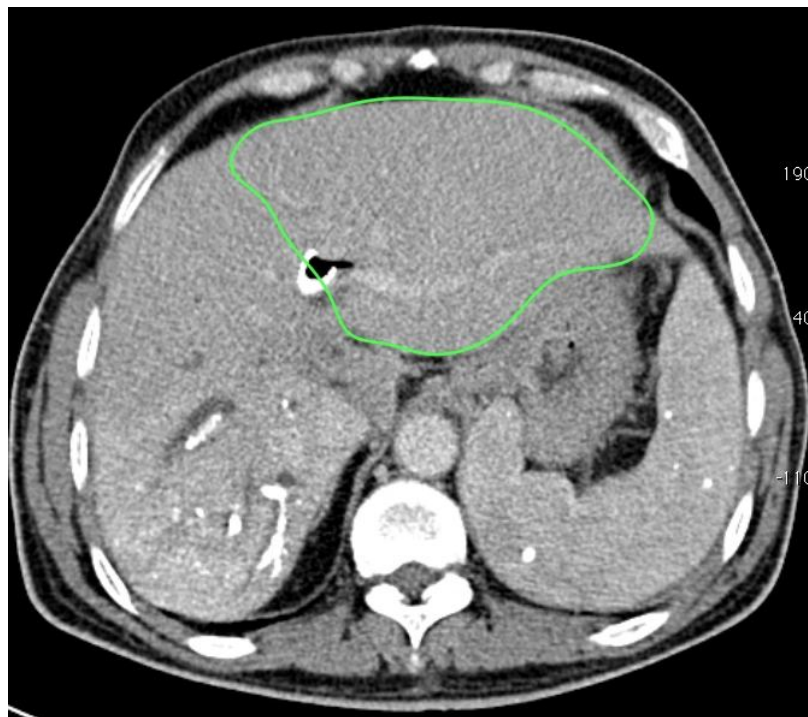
TDM :Hypertrophie du lobe gauche (entouré) suite à une embolisation portale droite avant hépatectomie droite élargie au segments 4 et 1 pour CCH de type IIIa. Endoprothèse biliaire gauche en place. (Chirurgie A).
